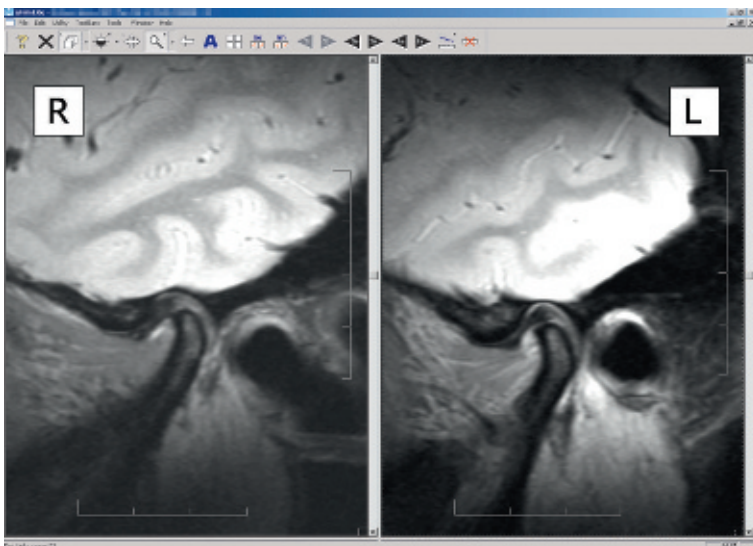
„eFilm lite“ mit Magnetresonanztomogramm der Patientin in modifiziert sagittaler Projektion, hier als PD FS-Sequenz (Protonendichte-gewichtete Sequenz mit frequenzelektiver Fettsignalunterdrückung). Bei dieser Darstellung stellen sich die Kondylen retrokranial verlagert dar, während der rechte Diskus nach anterior-kaudal verlagert ist. Das Ergebnis der klinischen Funktionsanalyse ist somit bestätigt, ergänzt um die Information zur räumlichen Position der Kondylen relativ zur Fossa sowie zur Form und Struktur der Hart- und Weichgewebe (Radiologie: Dr. Emde, Hamburg, in Kooperation mit Priv.-Doz. Dr. Schulze, Freiburg)
